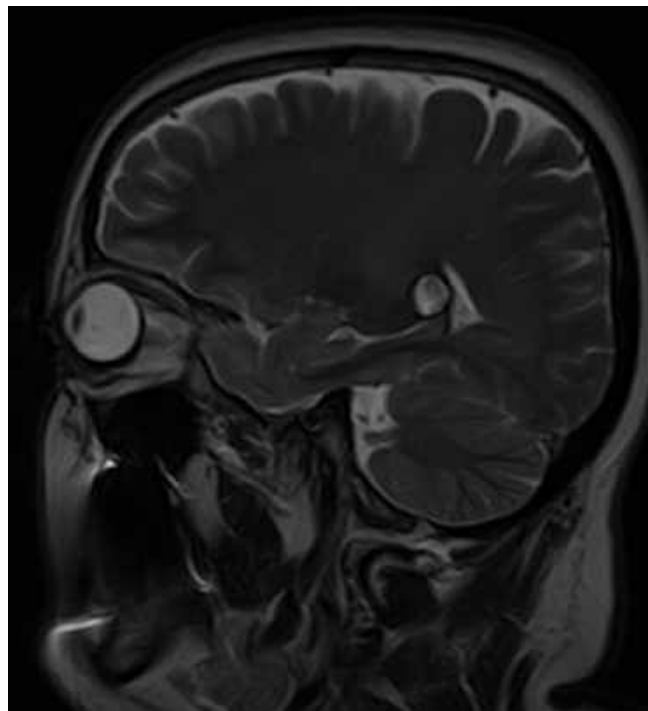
МРТ головного мозку в (T2 ЗЗ, сагітальний зріз). Кавернома базальних гангліїв (спостереження №26, хвора К-р, історія хвороби №819).
